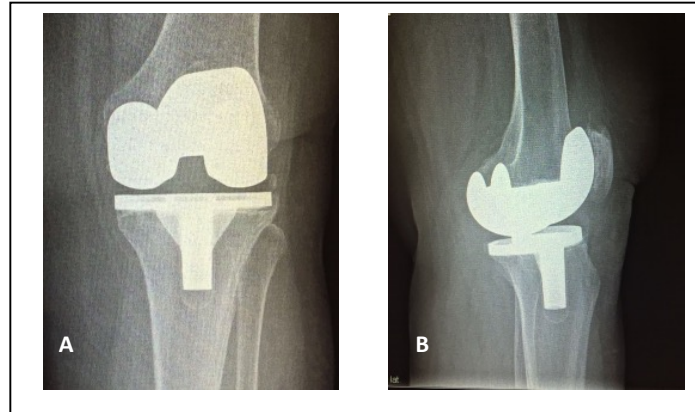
Radiografía de rodilla, aflojamiento aséptico del componente tibial. (A) proyección anteroposterior de rodilla, (B) proyección lateral de rodilla.
